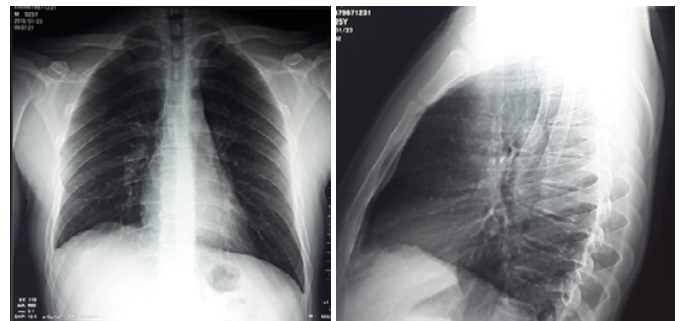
Radiografia toracică la prima zi după operație
